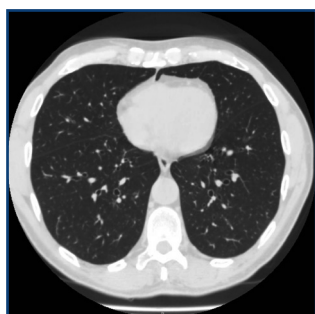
Caso clinico: TC toracica ad alta risoluzione.
